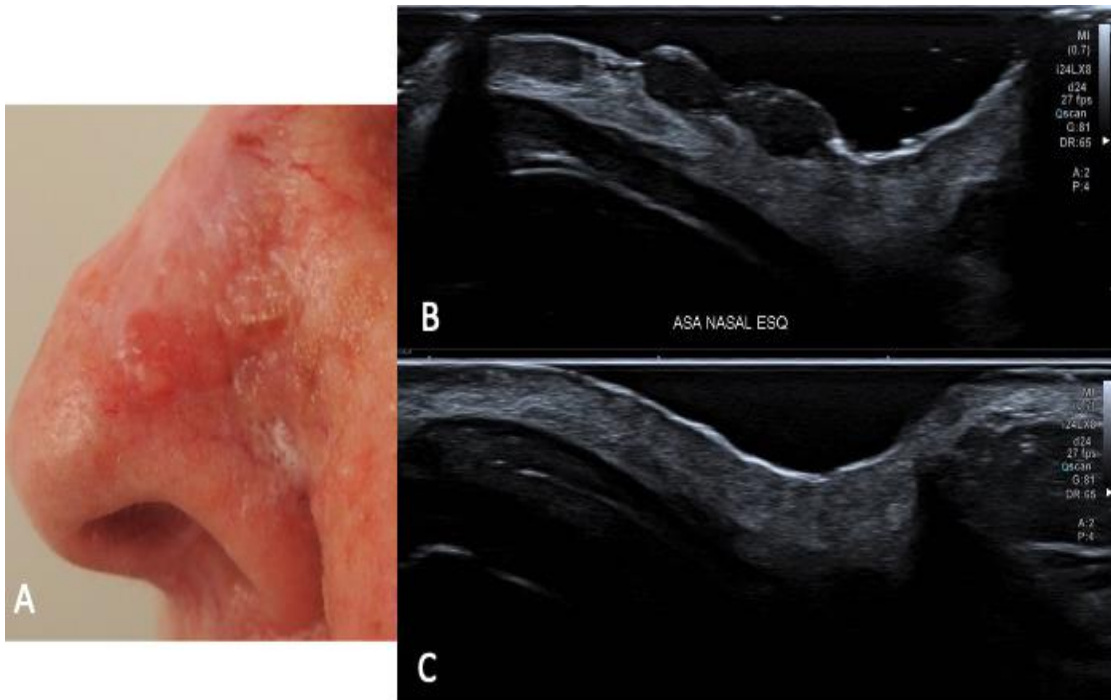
Carcinoma basocelular extenso no nariz. A. imagem clínica, B. ultrassonografia realizada antes do início do tratamento com terapia alvo (inibidor de Hedgehog) mostrando lesões ovaladas, hipocogênicas e homogêneas, contíguas, localizadas na derme e C. ultrassonografia após 5 meses de tratamento sem evidência de lesão.
